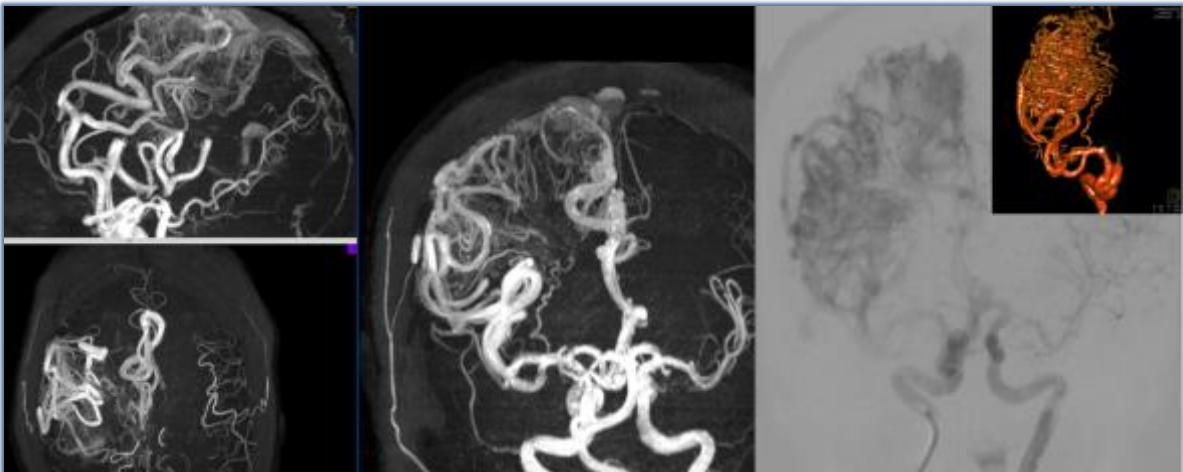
Paciente femenino de 29 años no incluida en el estudio, con MAV compartimentalizada frontoparietal y gangliobasal derecha, córtico-subcórtrico-ventricular SM V y SP C de tipo angiomasosa, con aferencias de arteria cerebral anterior, media y perforante talamoestriada. A la izquierda: reconstrucciones MIP de secuencia 3D-TOF por RM 3 T. A la derecha: fusión de imágenes de angiografía y reconstrucción 3D.
